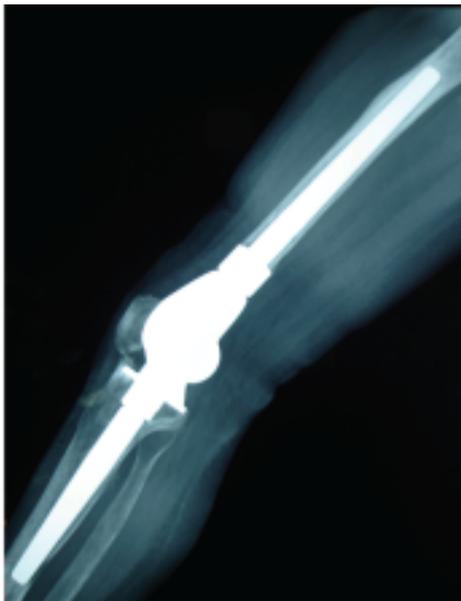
Предоперационный рентгенологический вид протеза коленного сустава с наличием признаков нестабильности
